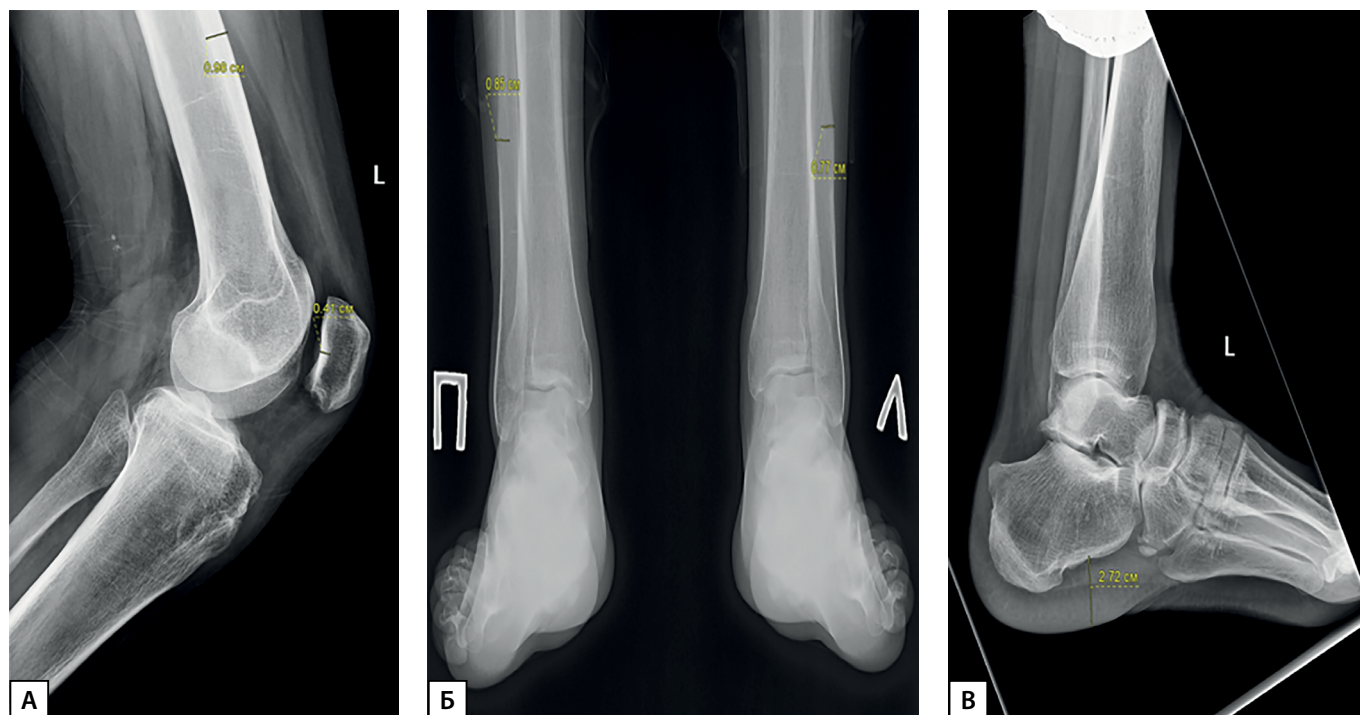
Рентгенография коленного и голеностопного суставов.
